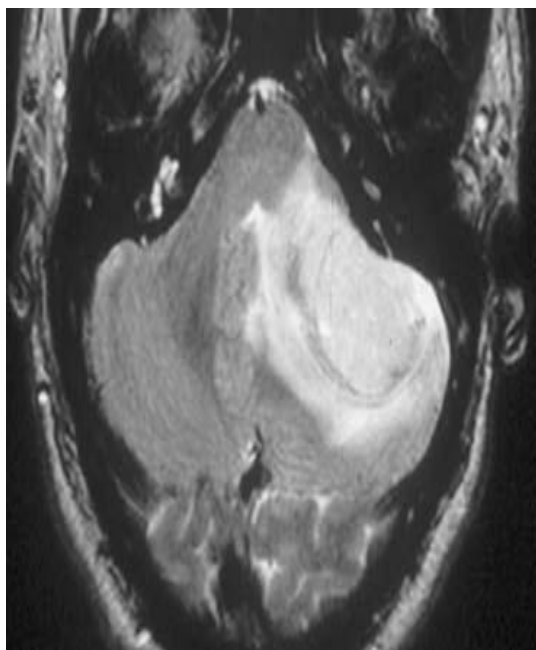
IRM pondération T2, coupe axiale
